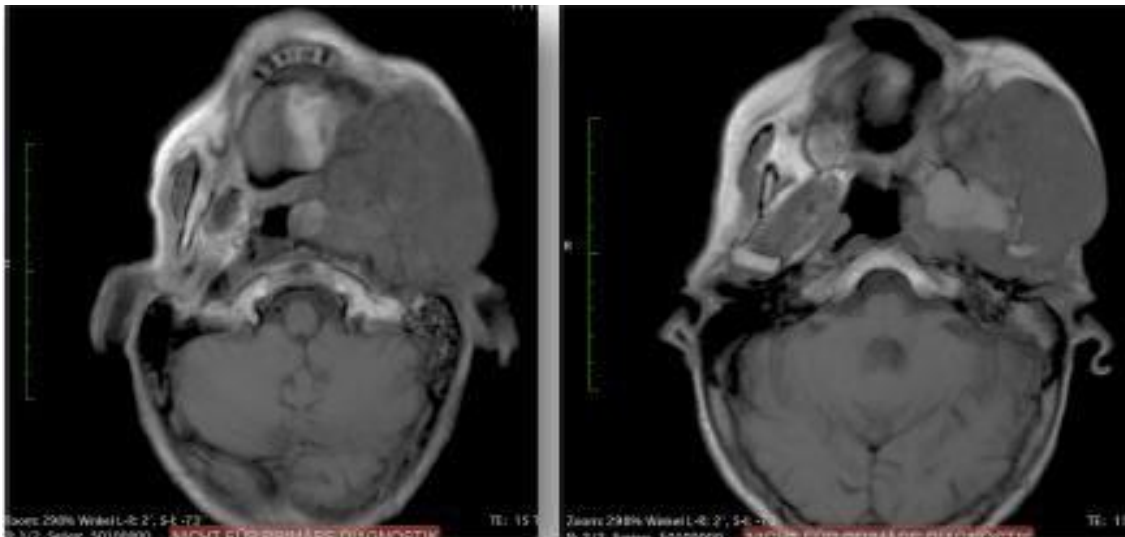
Axiale T1-MRT-Darstellung der Parotisregion mit Darstellung eines monströsen Rezidivs eines pleomorphen Adenoms linksseitig. Man beachte die Ausdehnung des Rezidivs in den Pharyngealraum sowie die inhomogene Struktur des Tumors. Freundlicherweise bereitgestellt von Grosheva, M.
